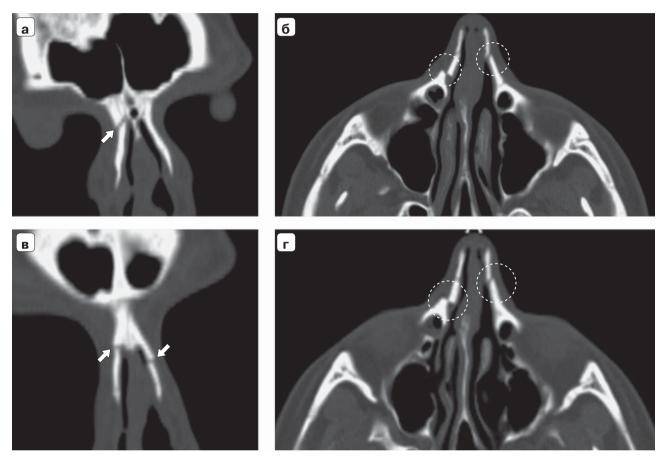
CT scan with 3D-reconstruction of the soft tissues of the face ( $\mathbf{a}$ ,  $\mathbf{6}$ ). CT scan of the facial skull, bone window, axial plane ( $\mathbf{g}$ ,  $\mathbf{r}$ ). The impression fracture of the nasal bones on the left is determined ( $\mathbf{g}$ ,  $\mathbf{r}$  –dotted line). The line of illumination between the fragments is of minimal width, the corners of the fragments are pointed. From the side of the inner bone plate of the nasal bone, there is a single inclusion of a gas bubble in the fracture site. The soft tissues of the nose, buccal and paraorbital regions on the left are edematous ( $\mathbf{a}$ ,  $\mathbf{6}$  –arrow).
